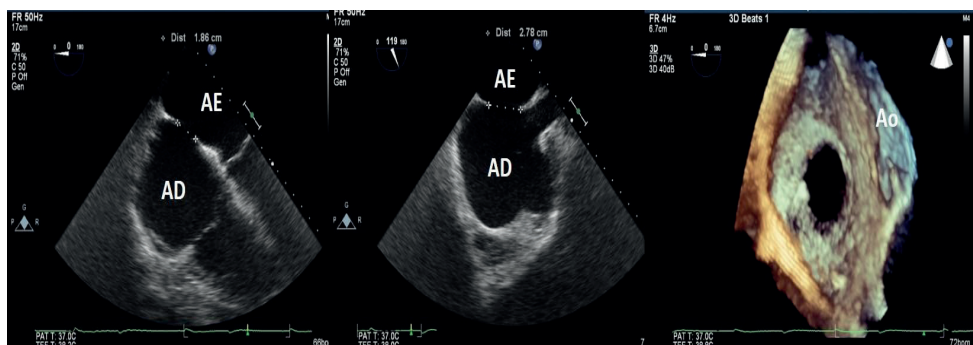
Ecocardiograma transesofágico bidimensional. Em eixo curto (A) e eixo longo (B) mostrando uma CIA *ostium secundum* localizada na porção central do septo e tridimensional (C) mostrando o defeito pela visão do átrio direito.
